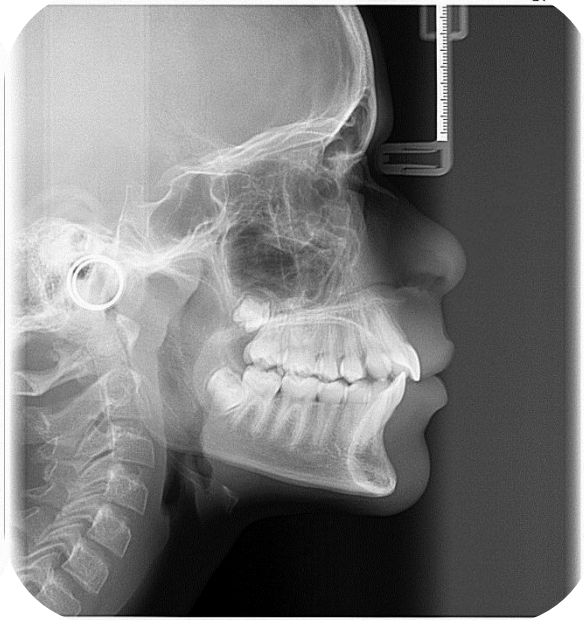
Telerradiografia durante tratamento - Fonte: CROL – Centro de Radiologia Odontológica
